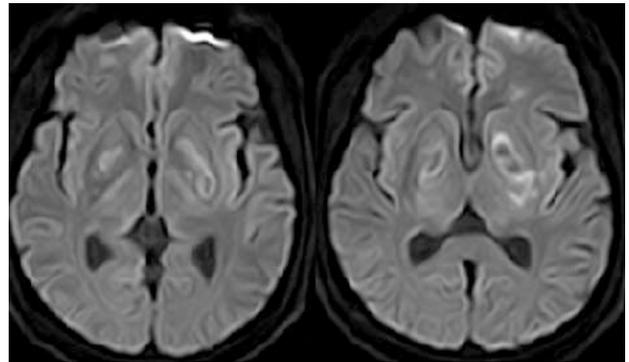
Brain diffusion weighted magnetic resonance imaging revealed irregular slight hyperintensities in the bilateral basal ganglia.
